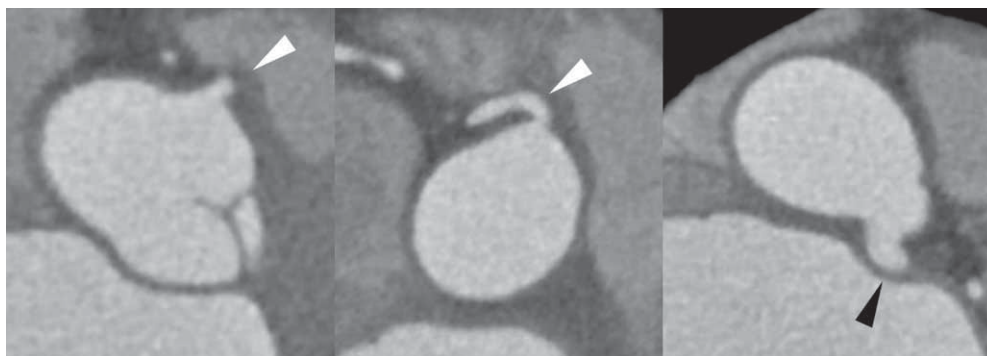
Rotation aortique antihoraire. Images TDM (coupe axiale et reconstruction 3D) d'une artère coronaire droite (têtes de flèches blanches) connectée dans le sinus approprié en face de l'infundibulum en raison d'une rotation aortique antihoraire. À noter une connexion très postérieure de l'artère coronaire gauche (tête de flèche noire).
